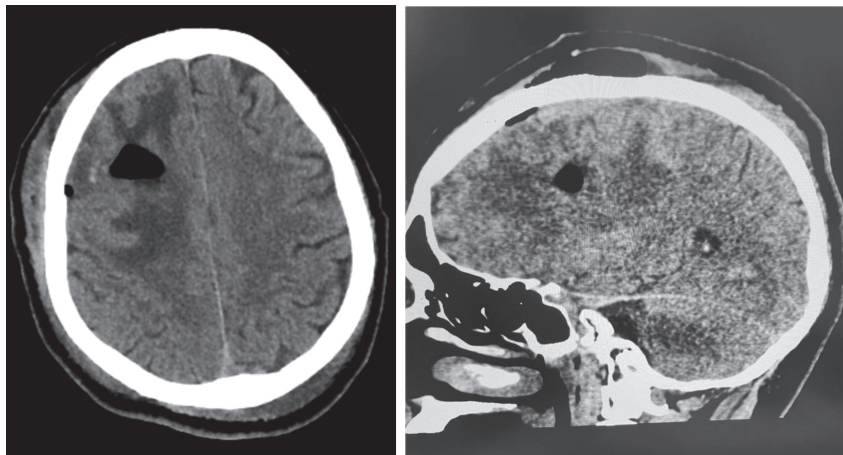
Послеоперационные КТ снимки
